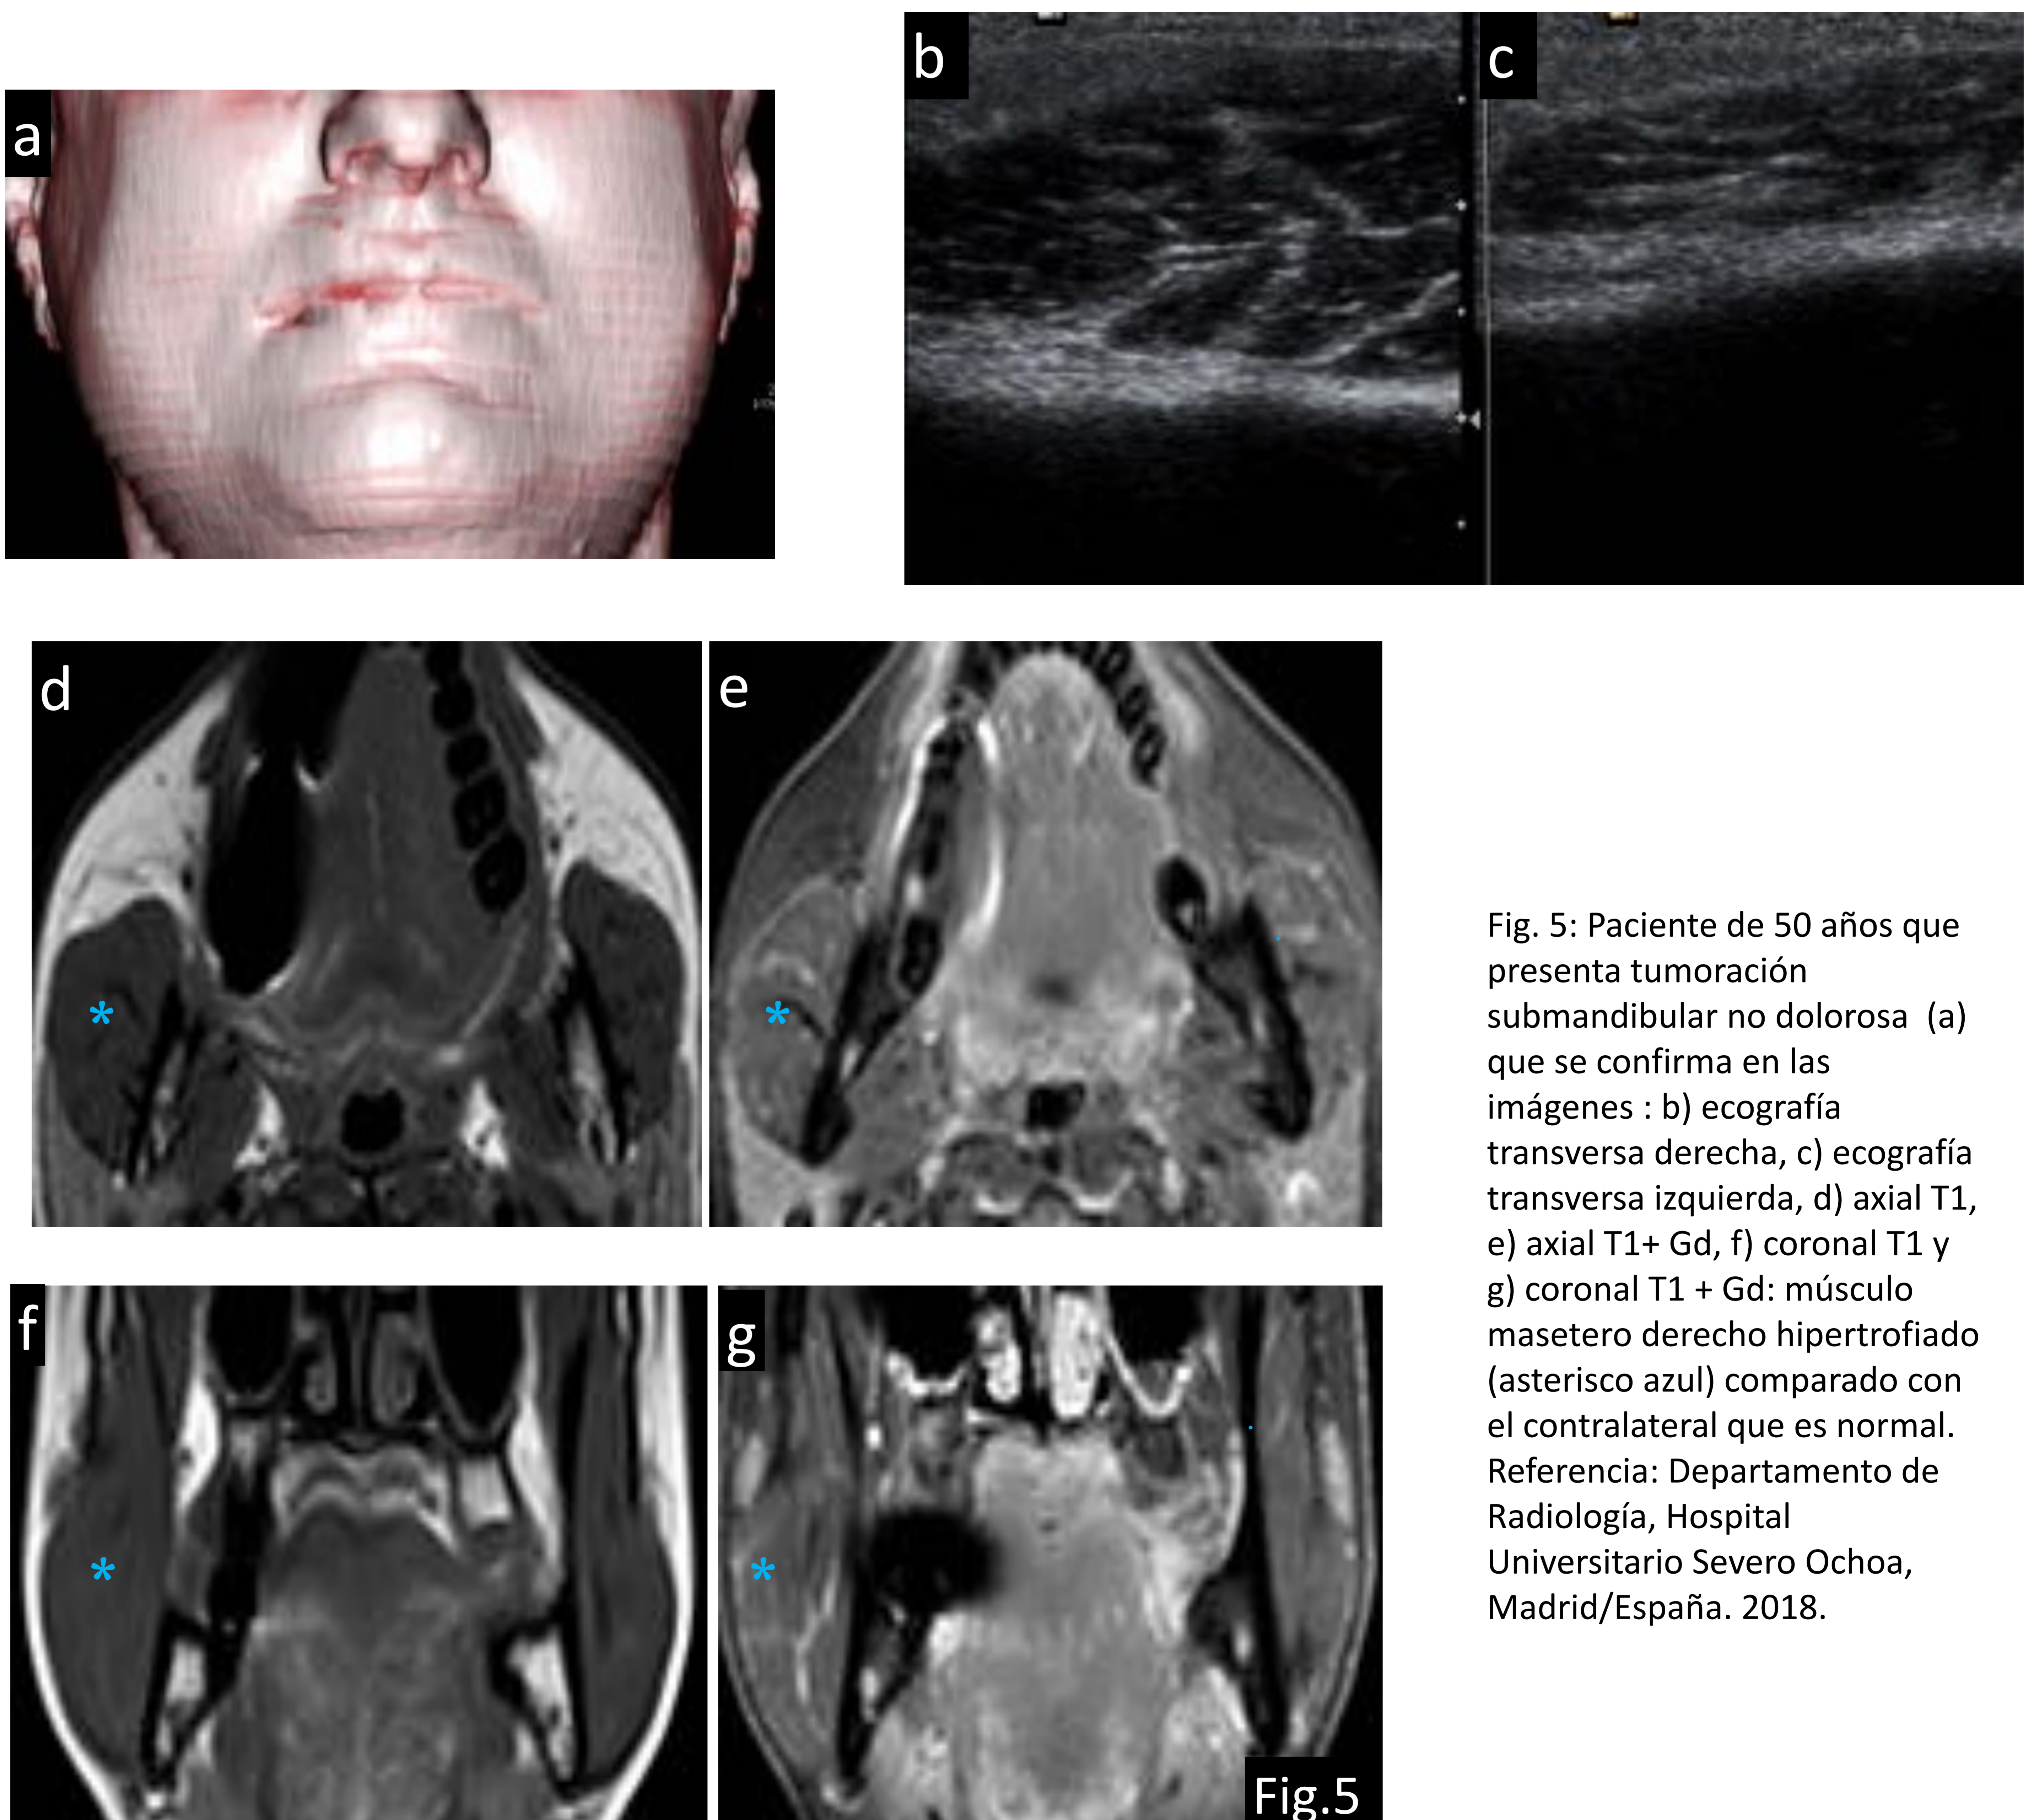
Paciente de 50 años que presenta tumoración submandibular no dolorosa (a) que se confirma en las imágenes : b) ecografía transversa derecha, c) ecografía transversa izquierda, d) axial T1, e) axial T1+ Gd, f) coronal T1 y g) coronal T1 + Gd: músculo masetero derecho hipertrofiado (asterisco azul) comparado con el contralateral que es normal. Referencia: Departamento de Radiología, Hospital Universitario Severo Ochoa, Madrid/España. 2018.
